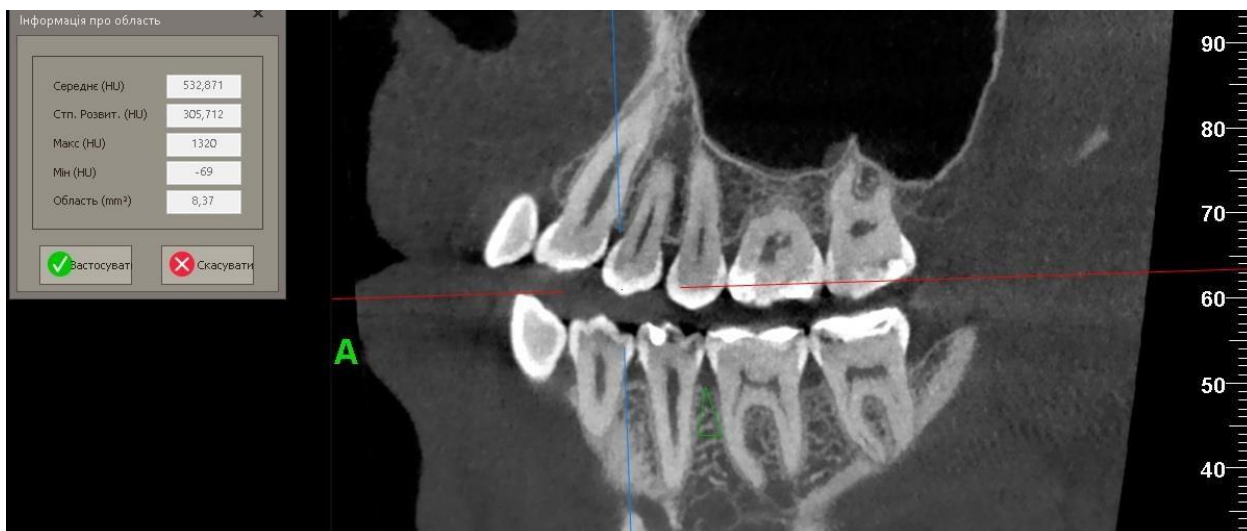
Ділянка остеопорозу на 3Д-КТ
